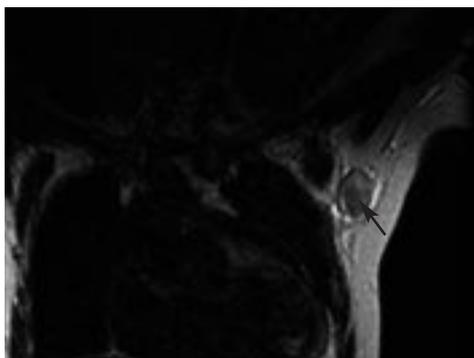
Resonancia magnética coronal potenciada en T2 FSE. Siliconoma axilar (flecha) confirmado mediante punción percutánea.
